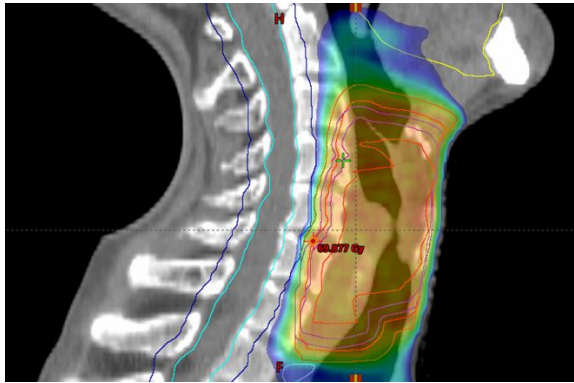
КТ-скан мягких тканей шеи. Оконтурирование зоны опухоли
